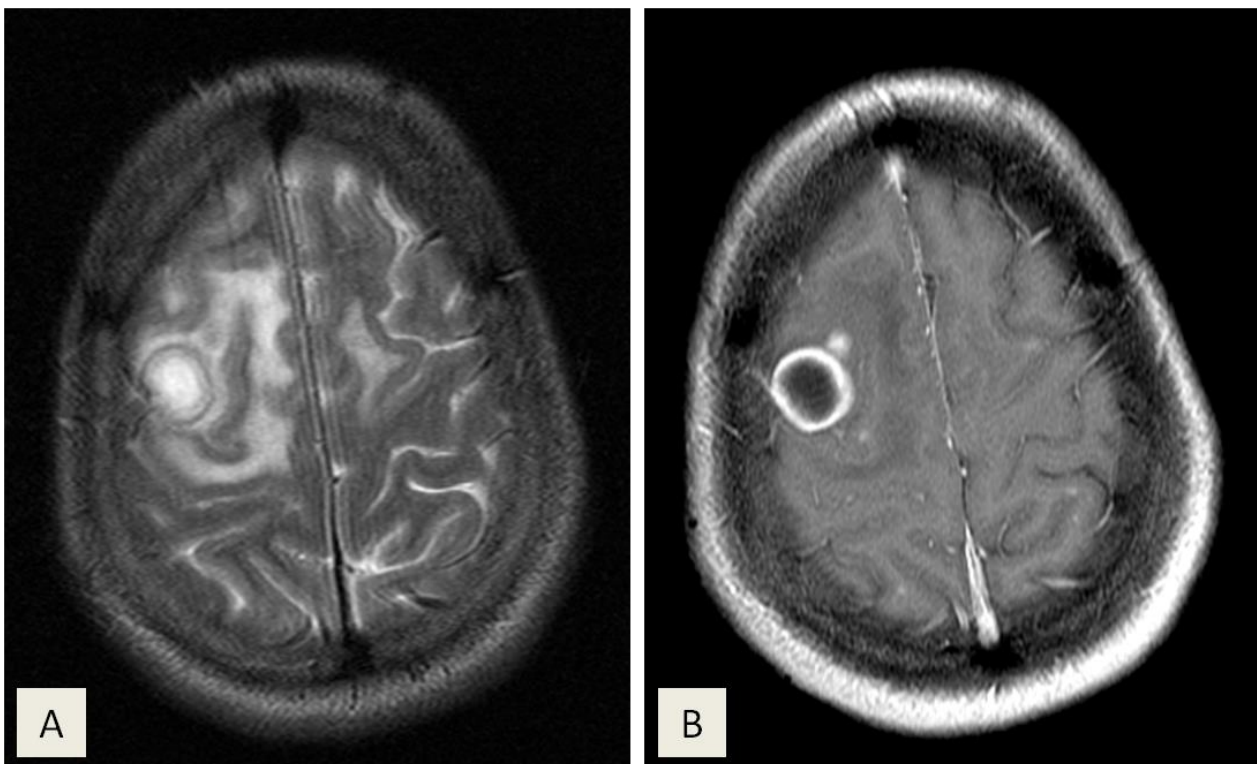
L'IRM cérébrale montre une lésion frontale droite arrondie, bien délimitée avec un noyau hyperintense et une paroi hypointense en T2 avec œdème périlésionnel (coupe axiale : A). Rehaussement de la couronne périphérique en T1GADO (coupe axiale : B) évoquant un abcès tuberculeux.
